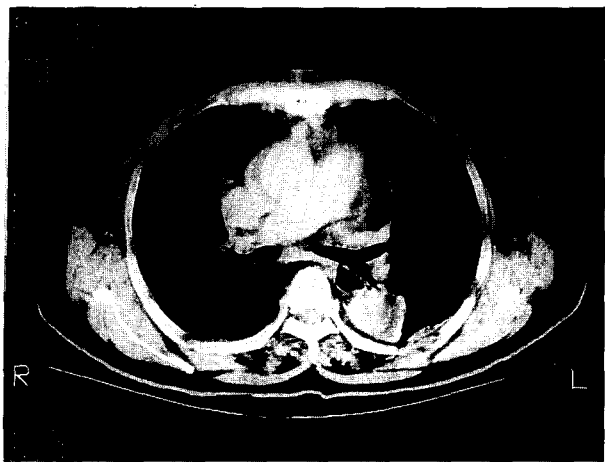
Case 2. Preoperative Chest CT
